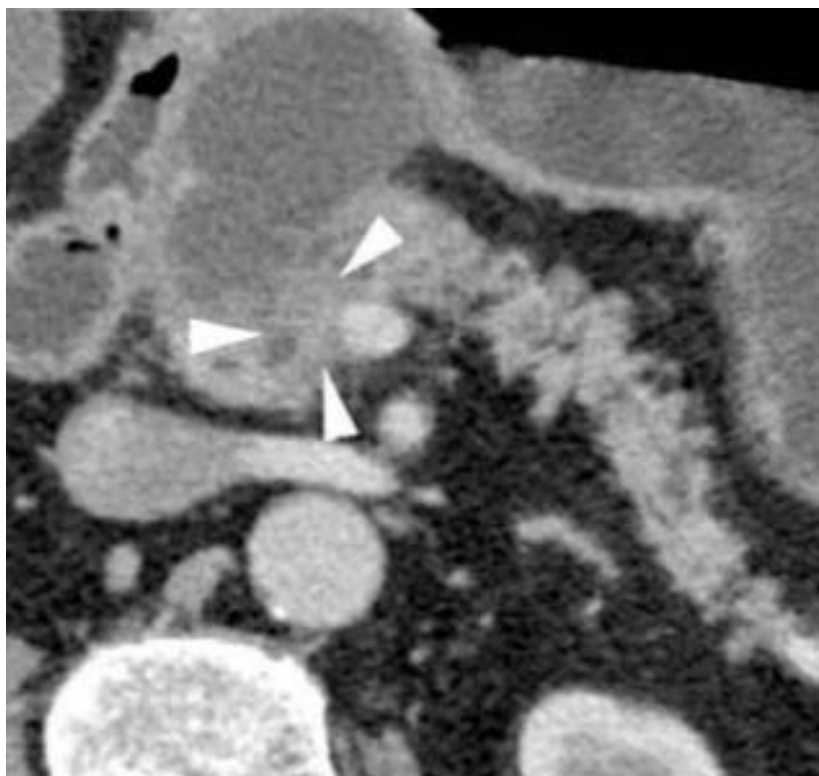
TDM abdominale, coupe axiale. Tumeur de la tête du pancréas (flèche) avec volumineuse formation adjacente, liquidienne, à contours nets, correspond à un pseudo-kyste d'amont. (93).
